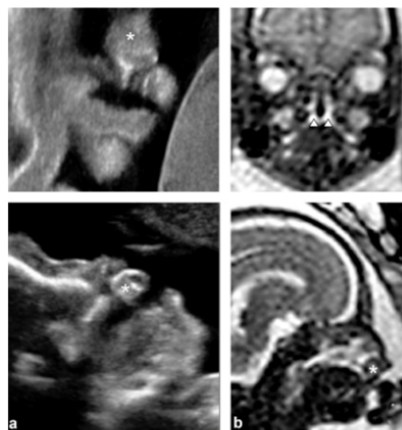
Fenda labial, alveolar e palatina bilateral. (a) Vistas coronal e sagital através de ecografia 2D. (b) Imagens de ressonância magnética (IRM) nos planos coronal e sagital (adaptado de Baeza-Pagador et al. 2024 sob licença cc by 4.0).
